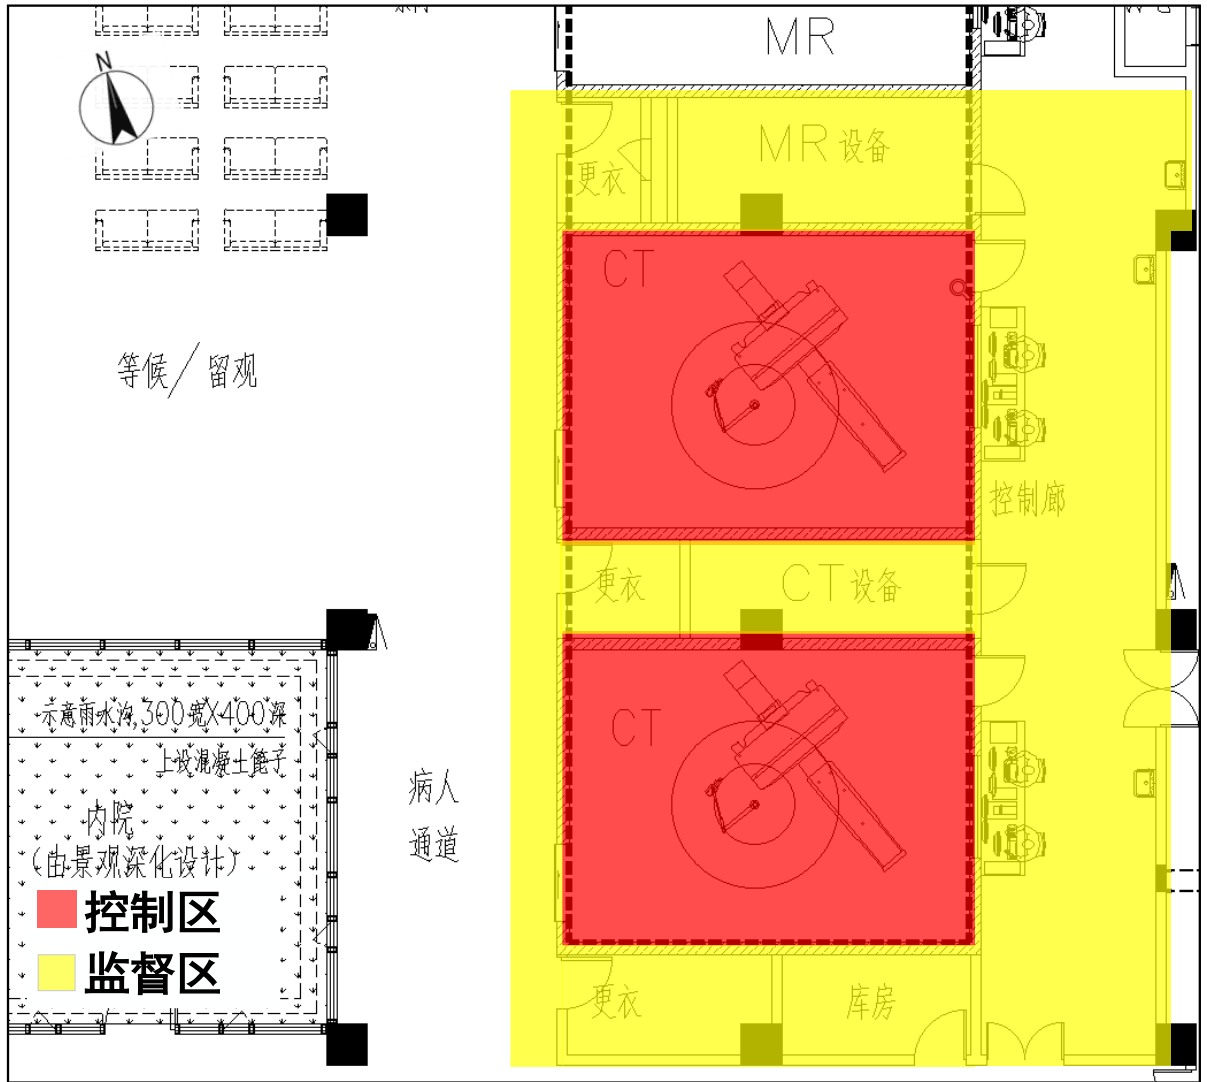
模拟定位 CT 辐射工作场所分区图
